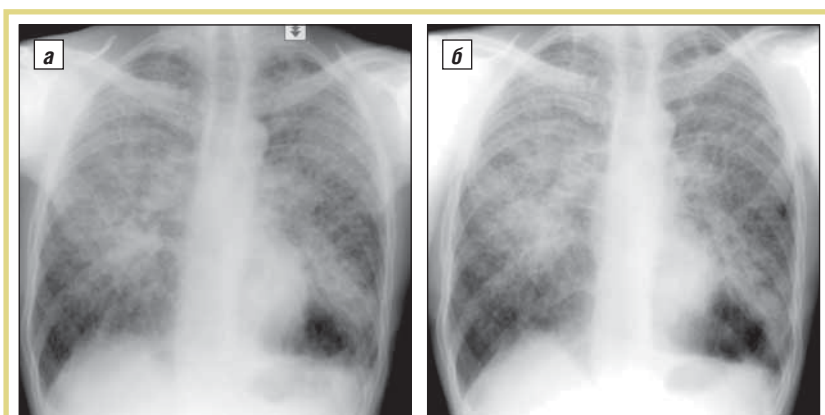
Рентгенограммы пациента Б.: а – при поступлении в стационар (06.02); б – при повторной госпитализации (03.03)
